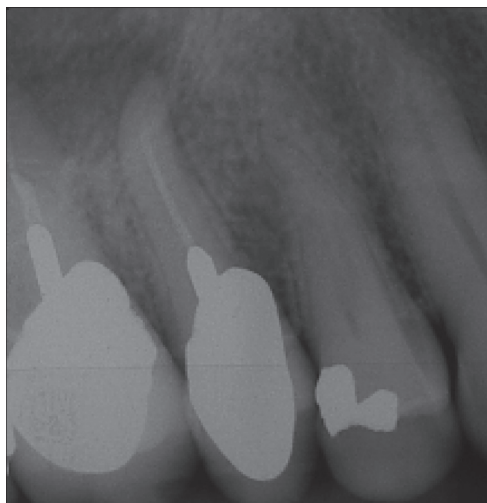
Im Einzelzahnrontgen apikal unauffälliger Zahn 15
